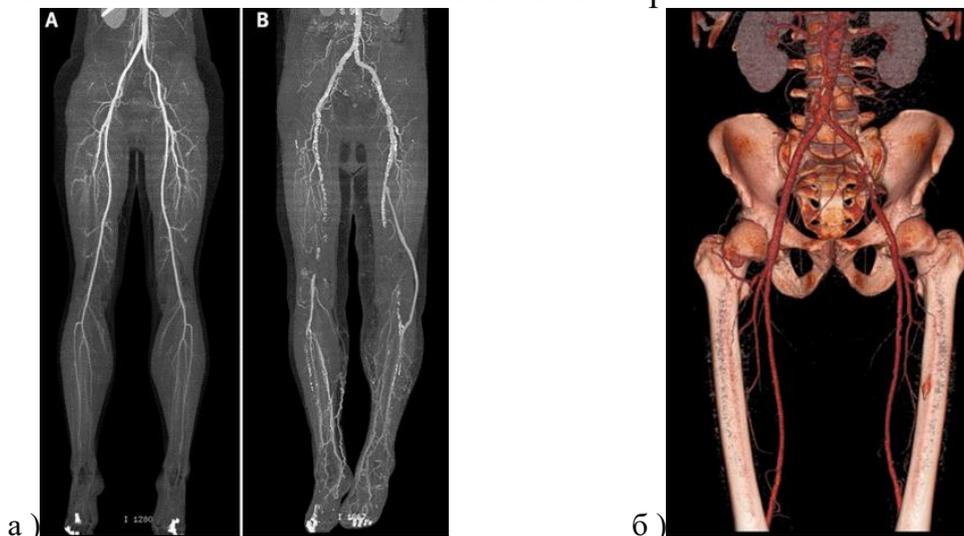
Мультиспиральная компьютерная томография-ангиография (а) пациента С., 62 год, с реконструкцией (б)
